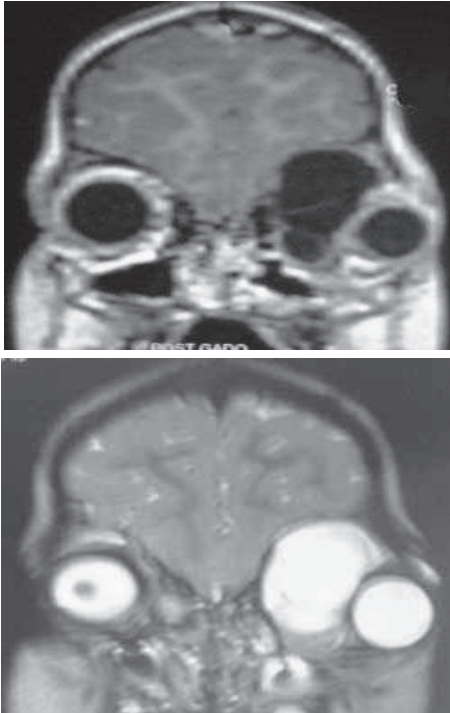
IRM, en T1 et en T2 : Kyste épidermoïde intra orbitaire droit
